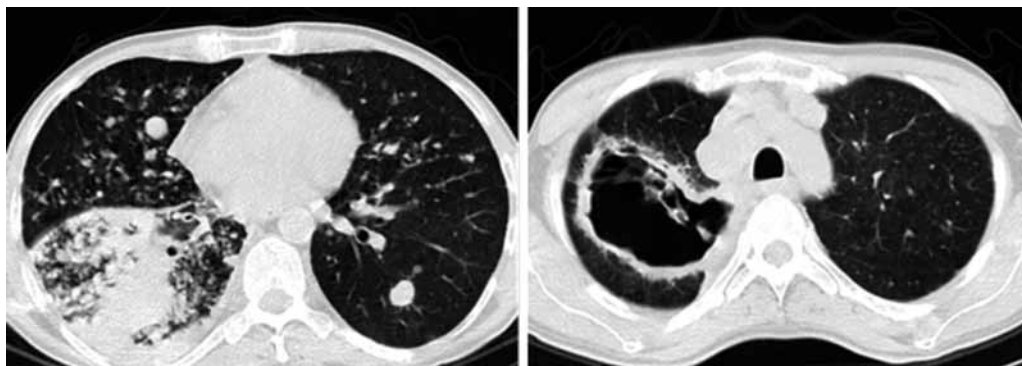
Контрольное КТ органов грудной клетки пациента Д. от 17.09.2018 г.
